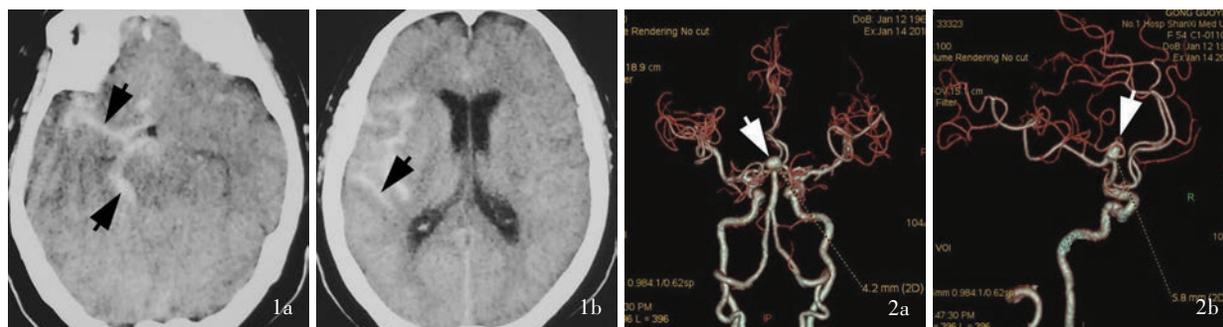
头部 CT 检查所见 1a 右侧外侧裂和环池高密度影(箭头所示) 1b 右侧大脑半球脑沟内高密度影(箭头所示) 图 2 CTA 检查所见 2a 正位像可见基底动脉动脉瘤(箭头所示) 2b 侧位像可见右侧大脑中动脉动脉瘤(箭头所示)
